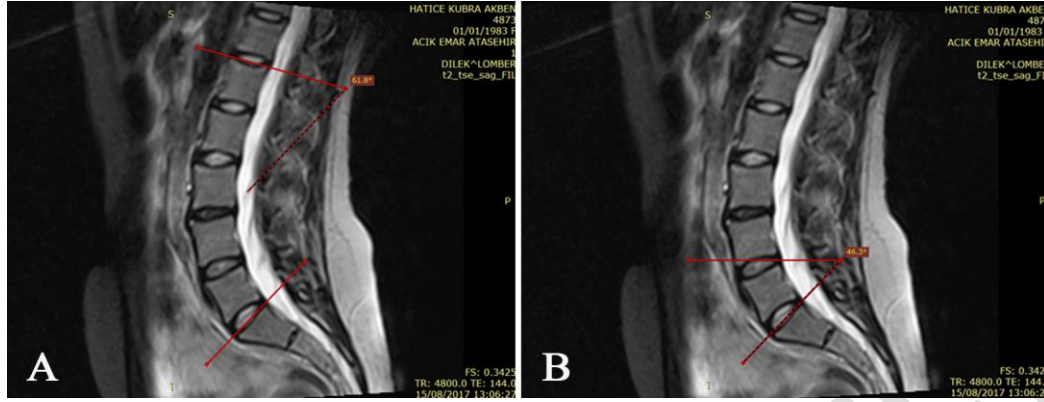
T2 ağırlıklı sagittal lomber manyetik rezonans görüntülemeye lomber lordoz açısı (A) ve sakral slope açısı (B) görülmektedir.
